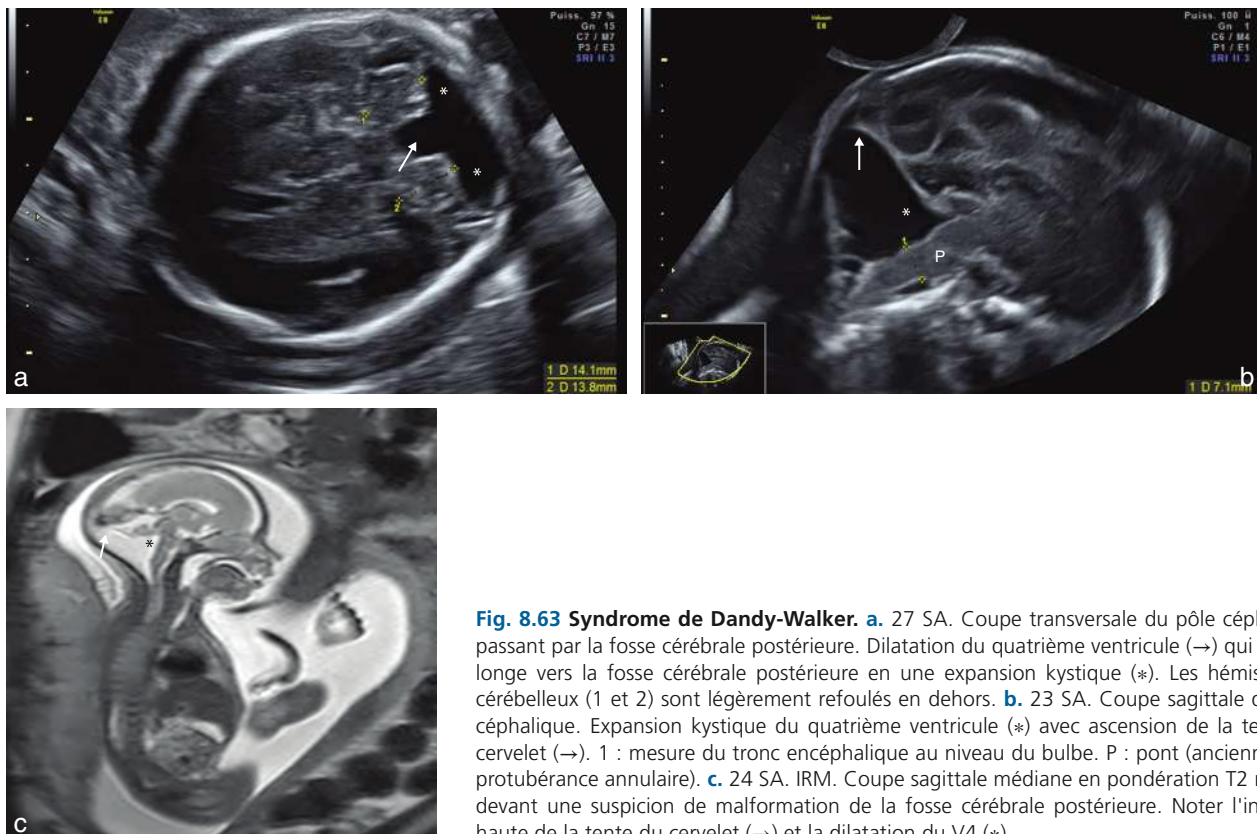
Syndrome de Dandy-Walker. a. 27 SA. Coupe transversale du pôle céphalique passant par la fosse cérébrale postérieure. Dilatation du quatrième ventricule (→) qui se prolonge vers la fosse cérébrale postérieure en une expansion kystique (*). Les hémisphères cérébelleux (1 et 2) sont légèrement refoulés en dehors. b. 23 SA. Coupe sagittale du pôle céphalique. Expansion kystique du quatrième ventricule (*) avec ascension de la tente du cervelet (→). 1 : mesure du tronc encéphalique au niveau du bulbe. P : pont (anciennement protubérance annulaire). c. 24 SA. IRM. Coupe sagittale médiane en pondération T2 réalisée devant une suspicion de malformation de la fosse cérébrale postérieure. Noter l'insertion haute de la tente du cervelet (→) et la dilatation du V4 (*).
